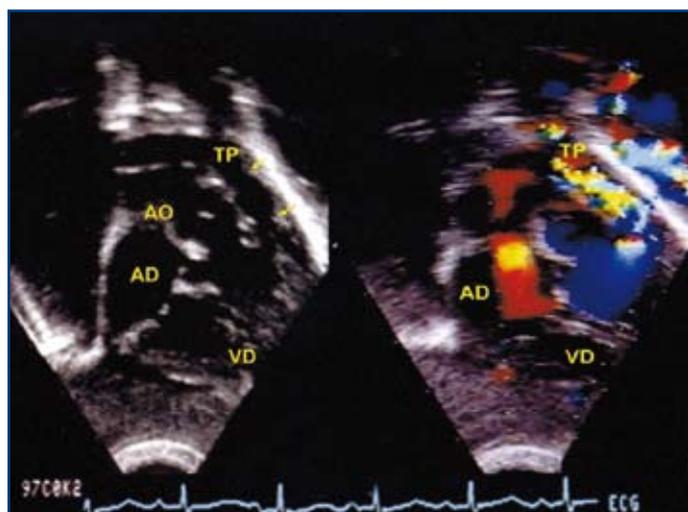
Ecocardiograma mostra imagem TF, com CIV e obstrução subvalvar pulmonar.
